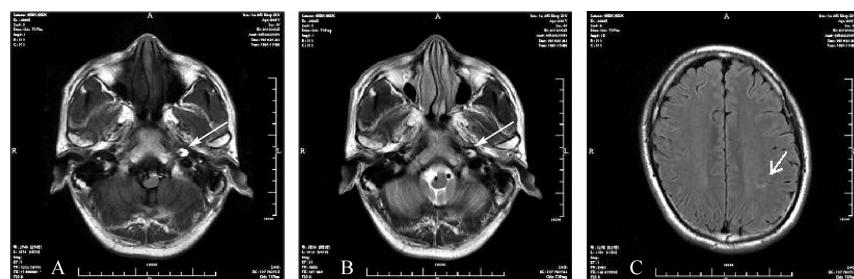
Cranial MRI image of the patient on day 3 after onset
